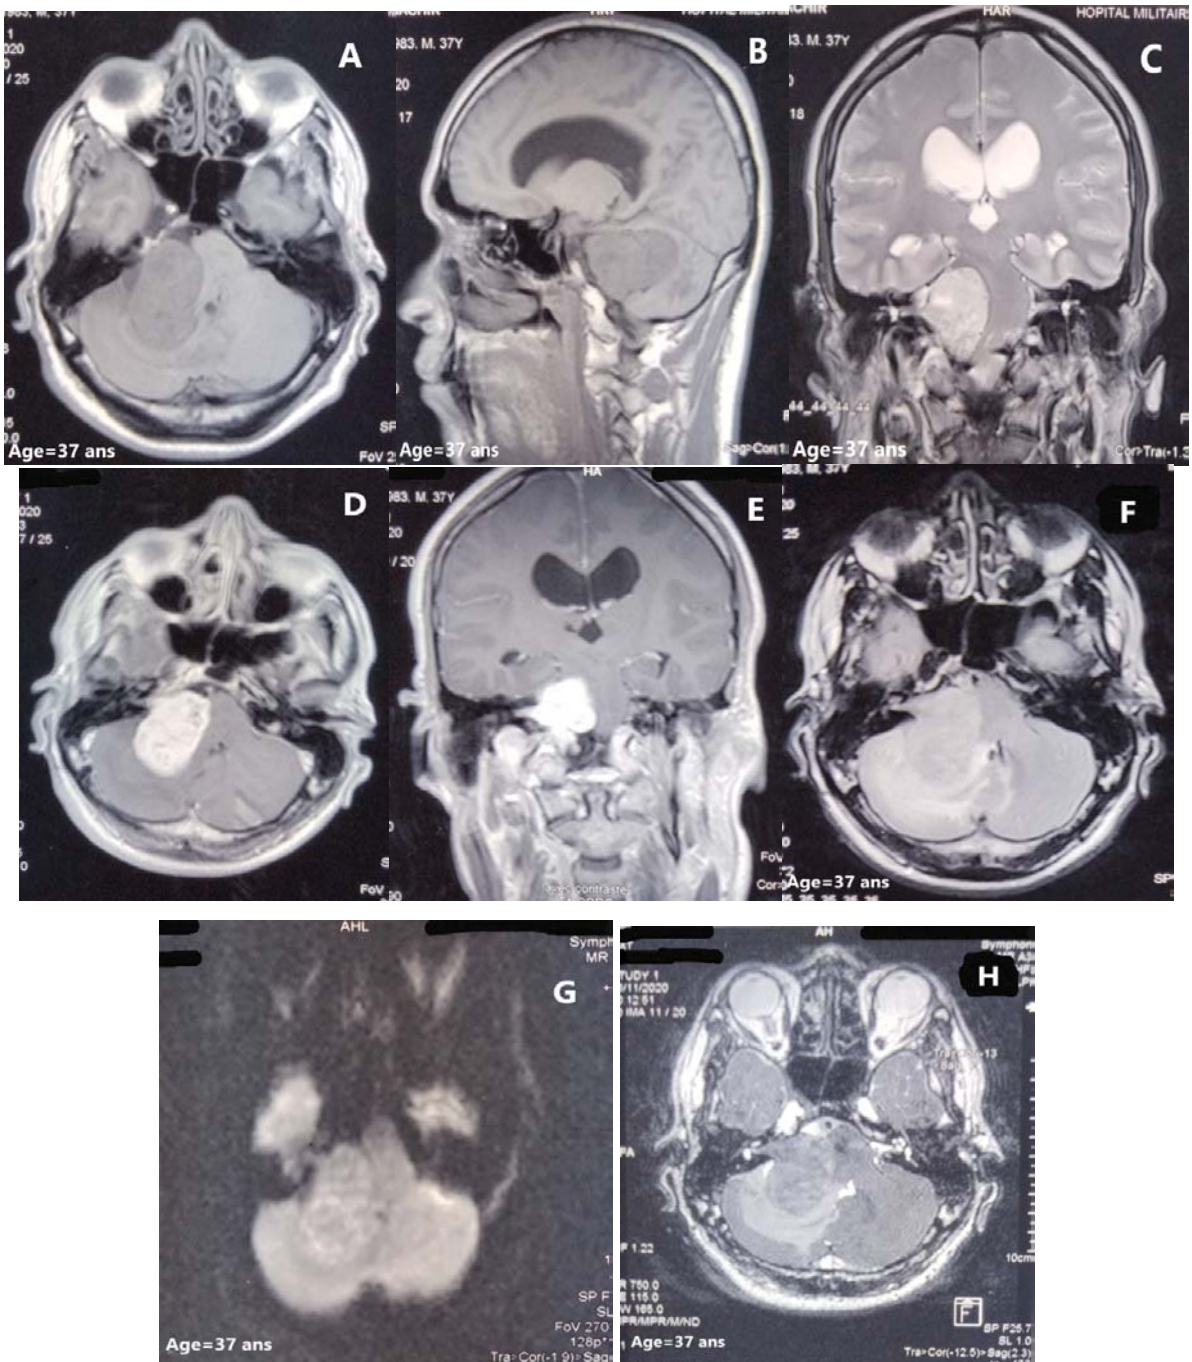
IRM : SP T1 non injectée en coupe axiale (A), SP T1 en coupe sagittale T1 (B), SP T2 en coupe coronale (C), en coupe axiale (D) et T1 FATSAT injectée en coupe coronale (E), séquence FLAIR en coupe axiale (F), séquence de diffusion (G) et séquence CISS (H): Processus extra axial occupant l'APC droit, à développement intra et extra méatique, en hyposignal T1, hypersignal T2, sans restriction de la diffusion, rehaussé de façon intense et homogène, avec effet de masse sur les structures de voisinage : schwannome vestibulaire stade IV.
